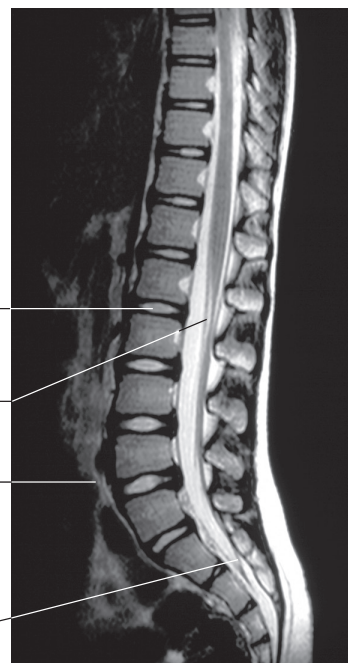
(a) Sezione longitudinale attraverso le vertebre lombari che mostra un disco intervertebrale normale e uno prolassato. (b) Risonanza magnetica (RM) di una normale colonna lombare e del sacro. Si osservi l'eccellente definizione dei dettagli anatomici.
